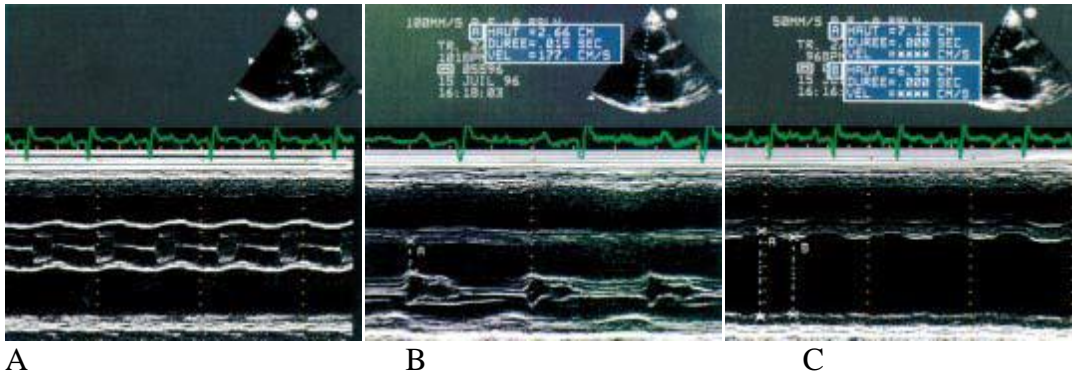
Échocardiographie en mode TM d'un patient présentant une cardiopathie dilatée d'origine ischémique.
